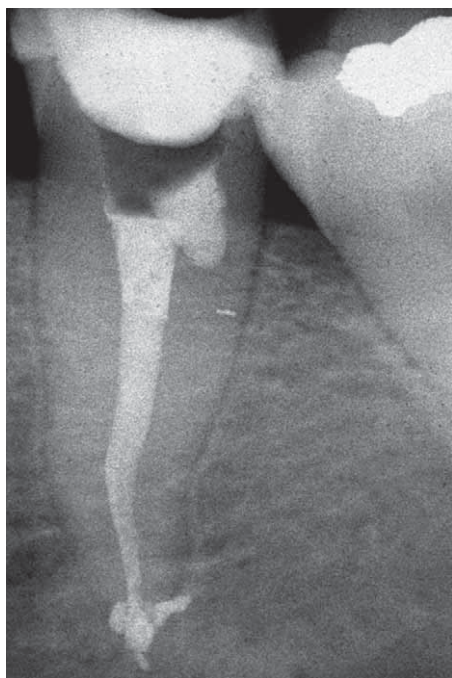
Radiografia post-operatoria con otturazione canalare e riparazione con cemento MTA. L'otturazione canalare è stata eseguita dopo la completa emostasi del difetto; completato il riempimento canalare è stata effettuata la riparazione della perforazione.
